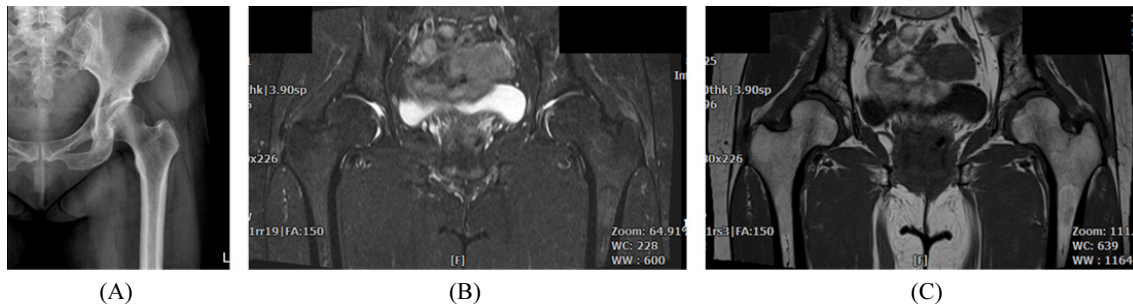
Radiology examination of hip, MRI findings (B, C) found that increased signal intensity along both gluteus tendon and adjacent soft tissue layer of both greater trochanteric area with small fluid collection (A: AP view of left hip X-ray, April 22, 2019, B: coronal view of MRI (TR/TE, 2,760/61), April 26, 2019, C: coronal view of MRI (TR/TE, 572/13), April 26, 2019).
